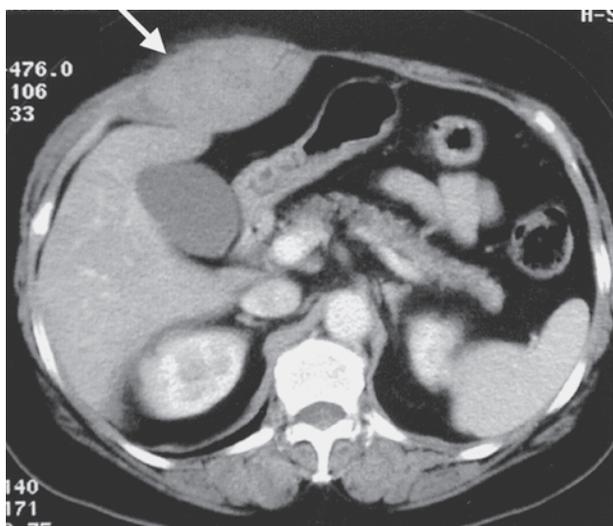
来院時腹部CT像（造影）．右腹直筋鞘内に血腫を認める（矢印）．
